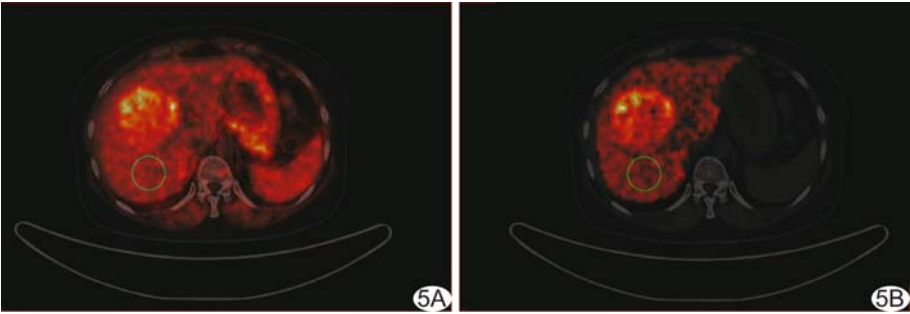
静态 PET 图像(A)与 B_1 参数图谱(B)比较
